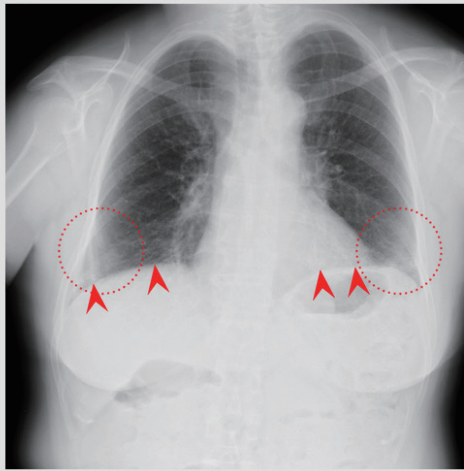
An example of display of a full-size X-ray image.
